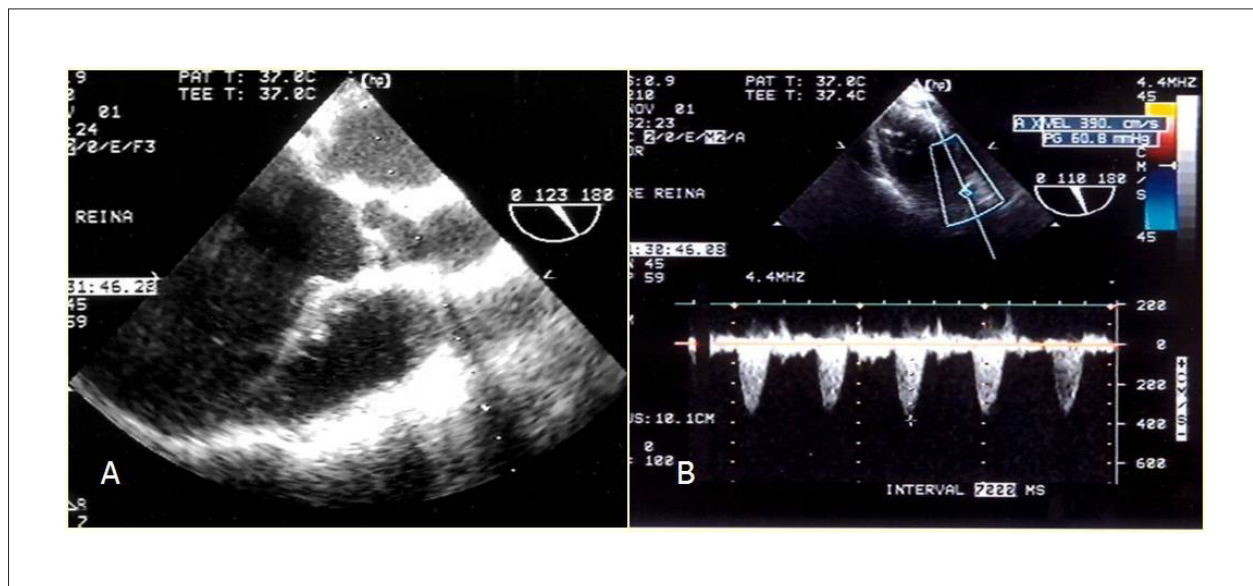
ETE después de CEC en paciente sometido a resección de membrana subaórtica. A: Plano longitudinal mostrando vía de salida sin obstrucción. B: Gradiente residual de 60 mmHg detectado al Doppler continuo, en el plano transgástrico.
